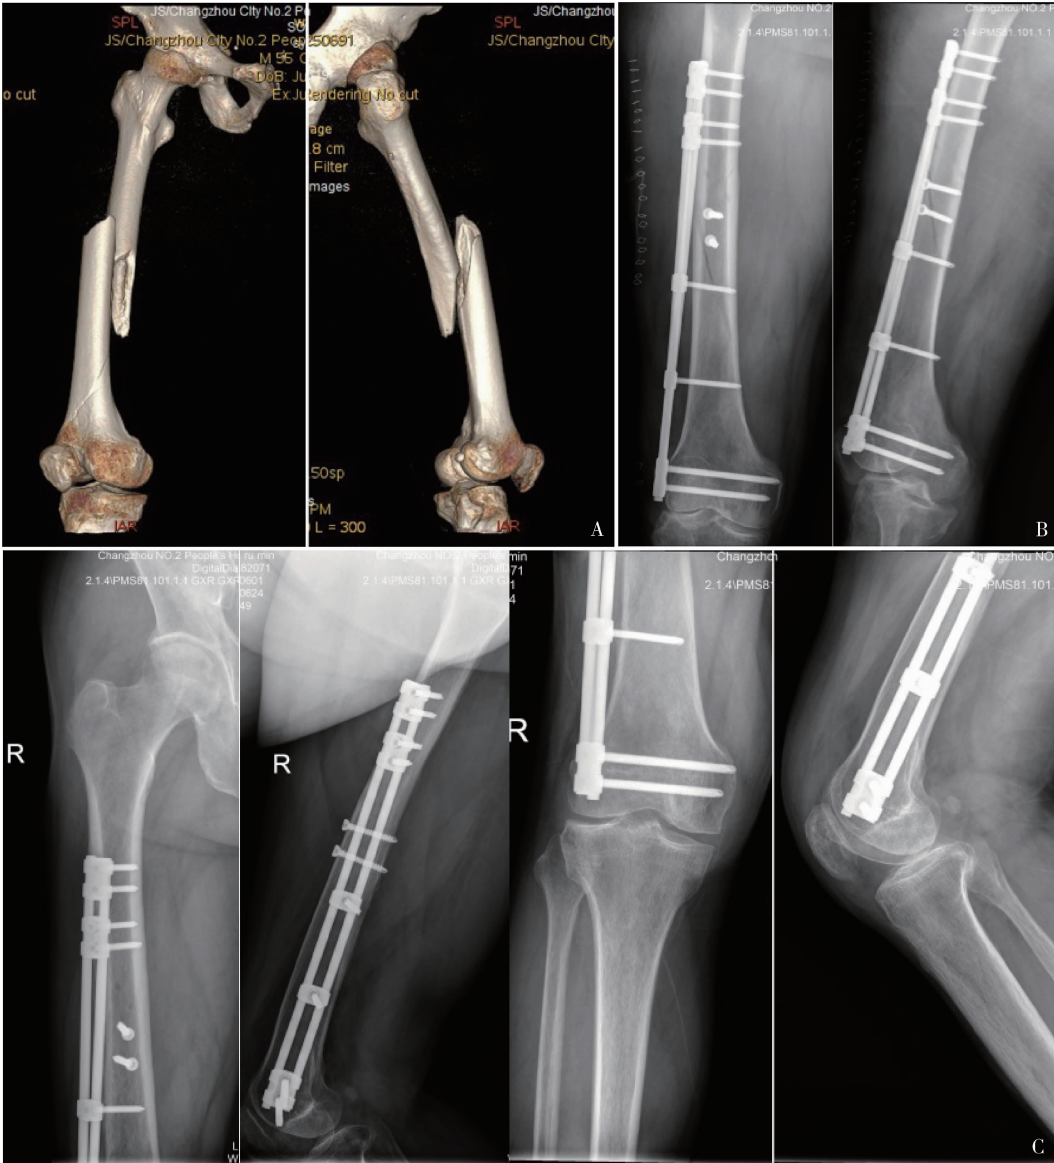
男,55 岁,车祸伤,术前 CT 三维重建(A)提示 B 型股骨干骨折,开放直视手术行桥接组合式内固定,术后 3 天 X 线(B)提示股骨干骨折复位良好,内固定在位,术后 4 个月随访 X 线片(C)提示骨折线消失,骨折骨性愈合
